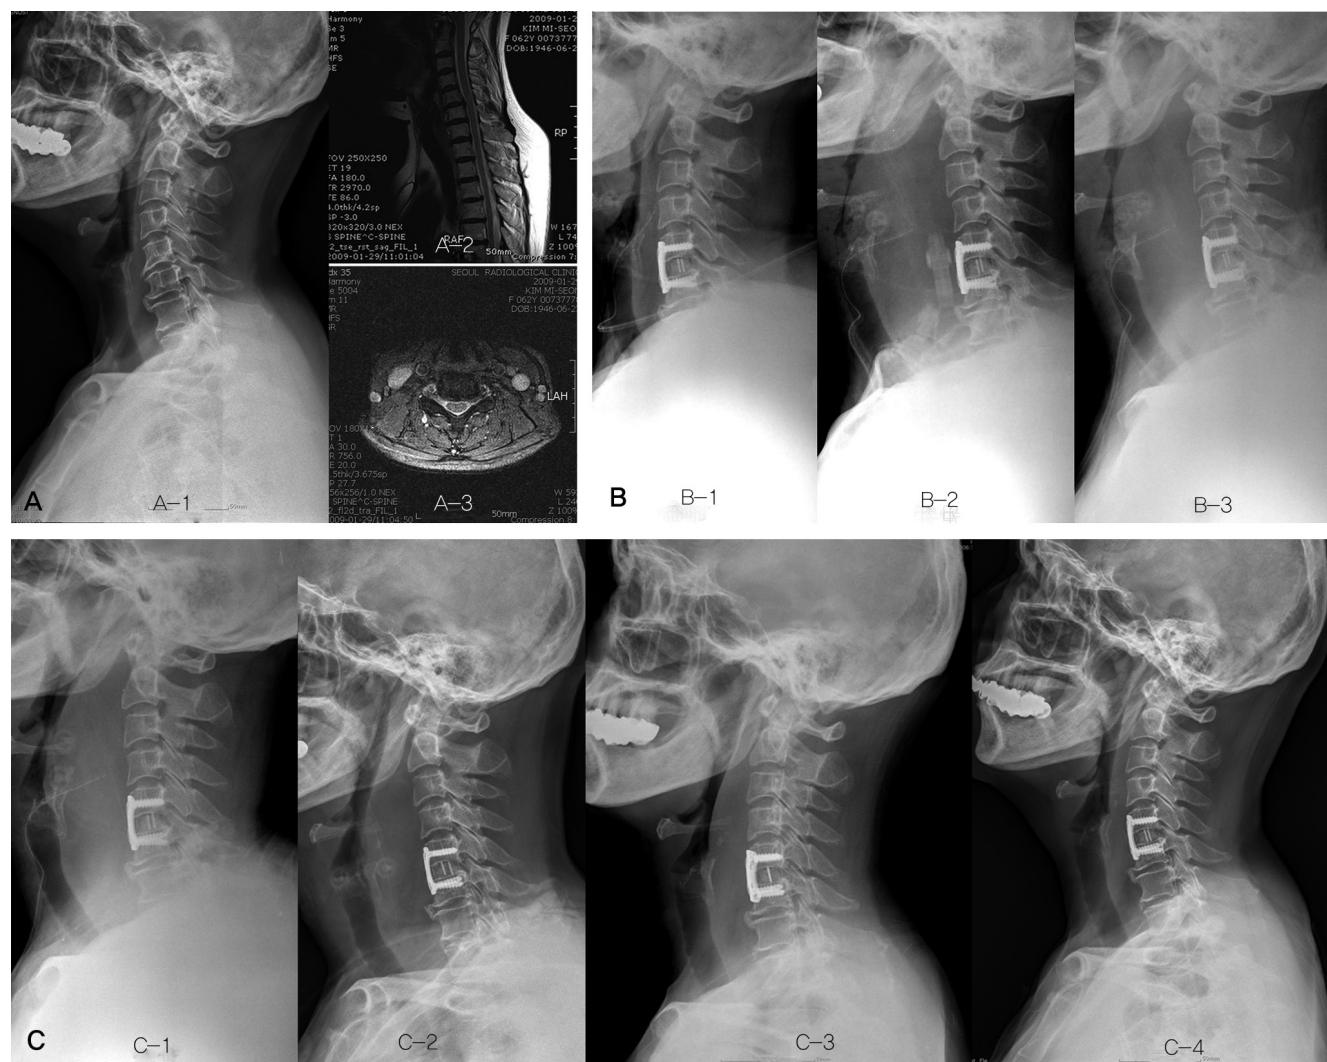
A 63 year old female patient with neck pain and left radicular pain had postoperative swelling with severe dyspnea. (A) Preoperative 1. plain lateral radiograph and 2-3. MRI shows left foraminal disc extrusion on C5-6. (B) Serial postoperative radiographs shows 1. immediate lateral radiograph. 2. Eight hours after operation. 3. Twenty-four hours after operation. (C) 1. Two days after operation. 2. Seven days after operation. 3. Two weeks after surgery shows decreased soft tissue swelling. 4. Six weeks after operation swelling completely subsided without dyspnea and dysphagia.
